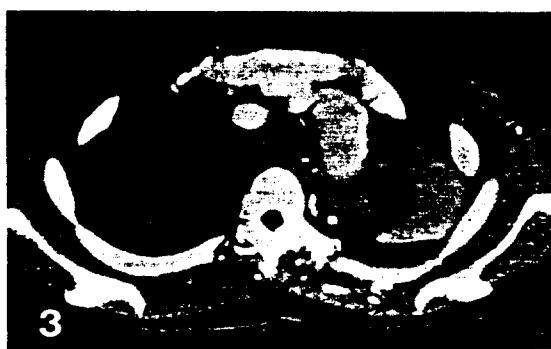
흉부전산화단층촬영사진 : 좌측 쇄골하동맥 직하부에서부터 혈전이 형성된 대동맥과 좌측주기관지를 압박하여 좌측무기폐와 흉막수의 소견이 보인다.
